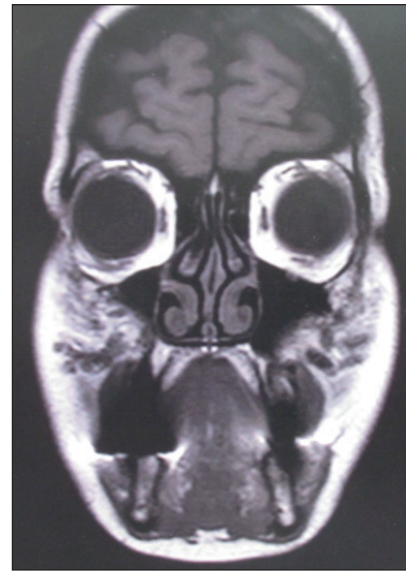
IRM du massif facial en séquence T1, coupe frontale : images nodulaires hypo-intenses bilatérales, à la face antérieure des maxillaires.
